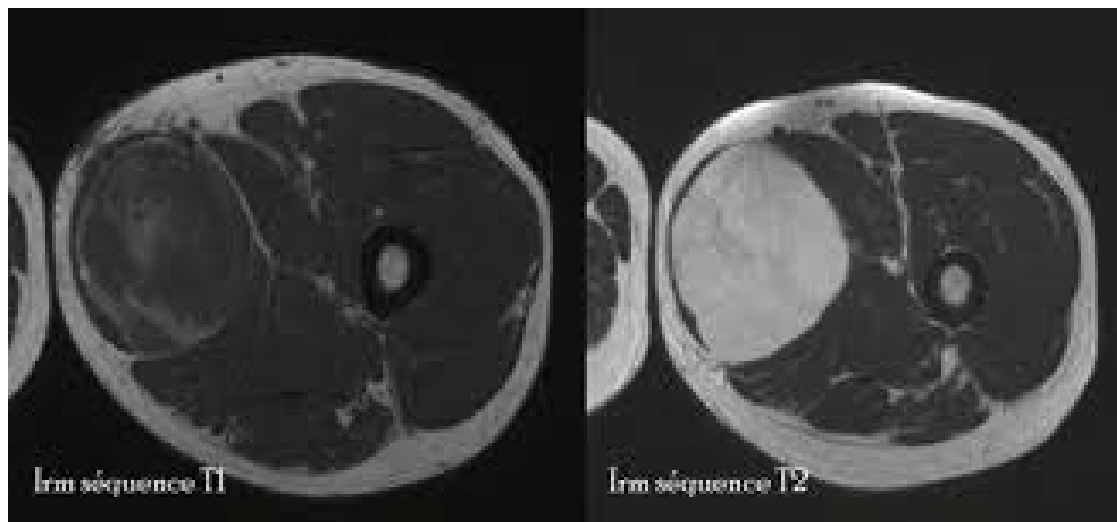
liposarcome myxoïde aspect sur IRM
